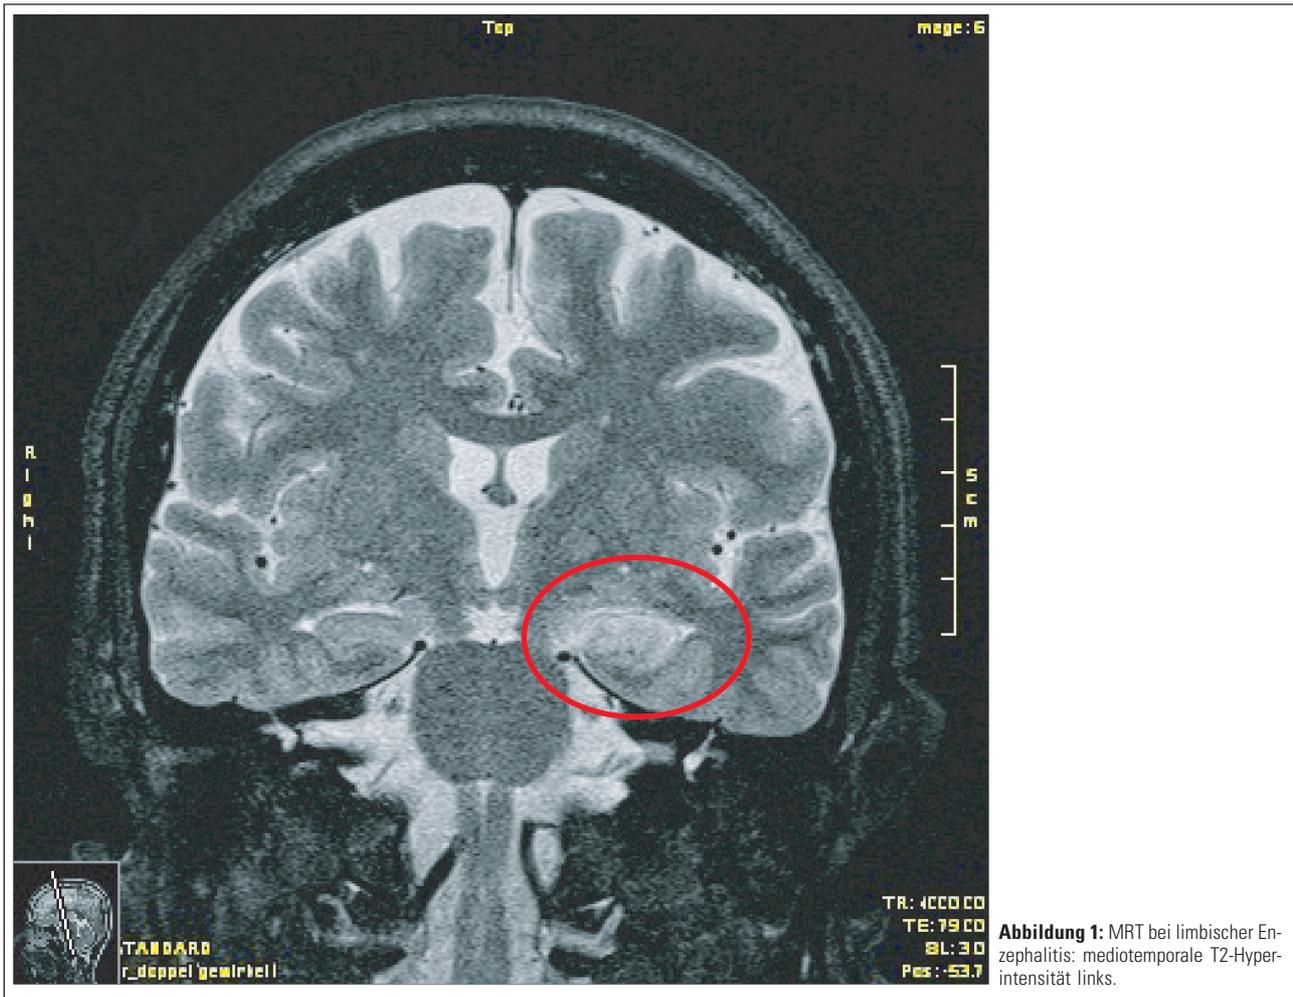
MRT bei limbischer Enzephalitis: mediotemporale T2-Hyperintensität links.
